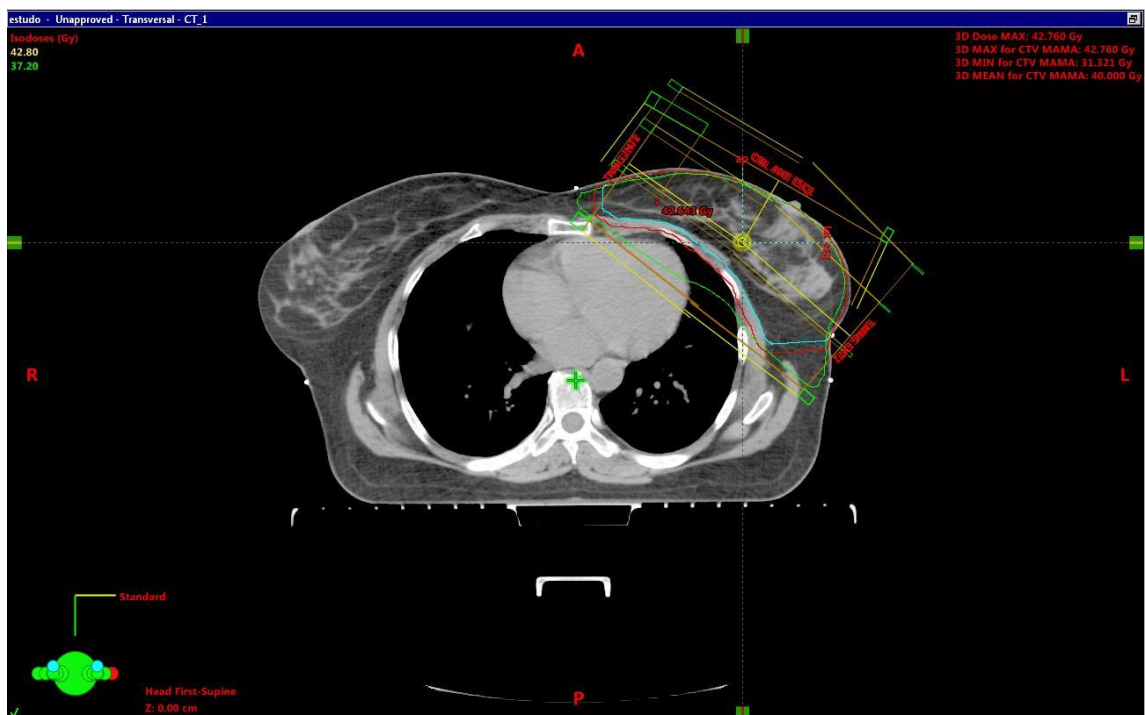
Imagem axial de um corte de TC de uma doente de mama esquerda, com Hipofracionamento. A linha azul, a linha vermelha correspondem ao CTV e PTV respetivamente, e a linha verde correspondem às isodoses de referência.
